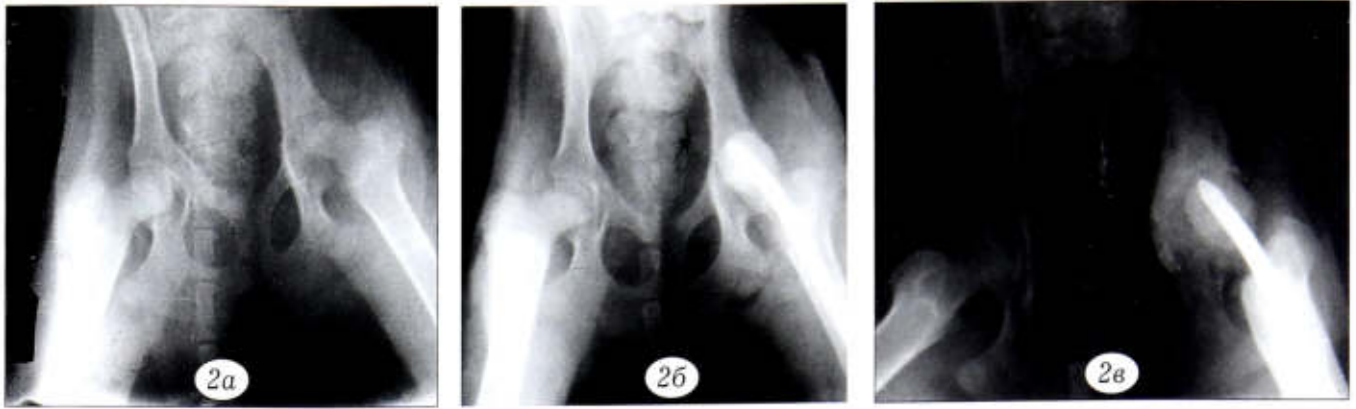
Рентгенограммы животного основной группы на различных этапах исследования.
